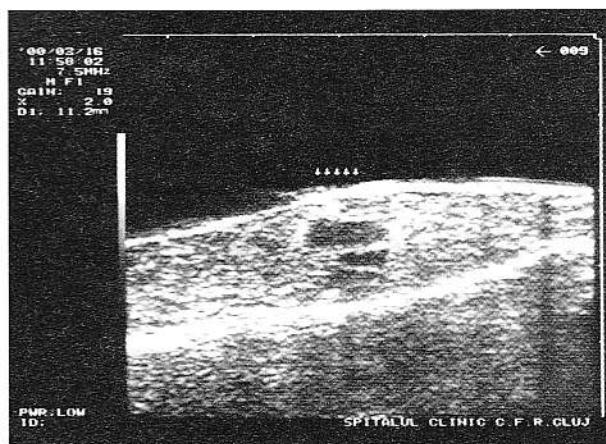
Caz nr.1. Examenul ultrasonografic al piesei de rezecție spleno-pancreatică folosind ca "fereastră ultrasonică" o pungă cu soluție de glucoză 10%.
